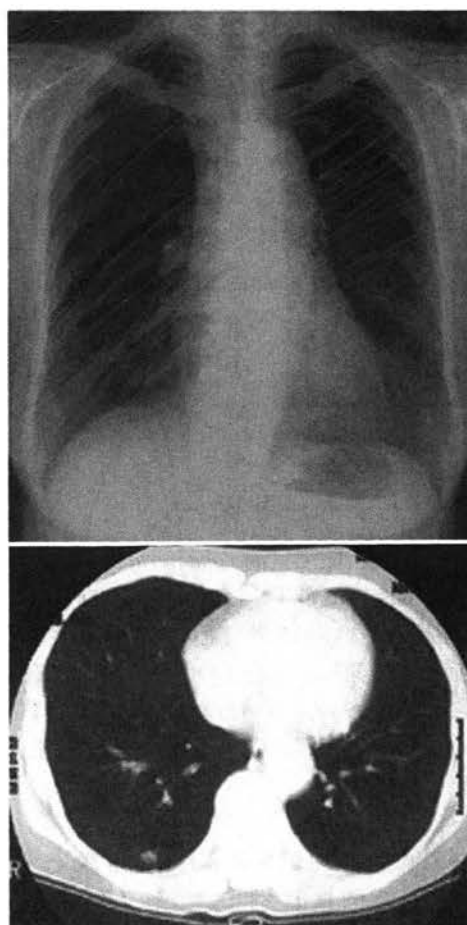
症例 2. 66 歳, 女. 入院時胸部 X 線像および CT
